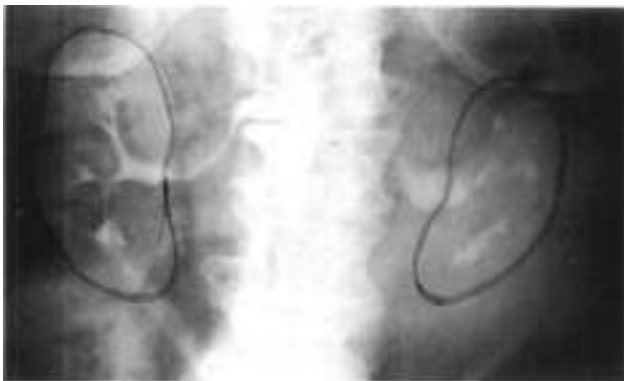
Trazado de radiografías tomadas con 15 años de diferencia a la edad de 66 (izquierda) y 81 (derecha) en un médico, que muestra el encogimiento de los riñones que se observa en la vejez. (Se quejó de nocturia pero vivió hasta los 92 años).
